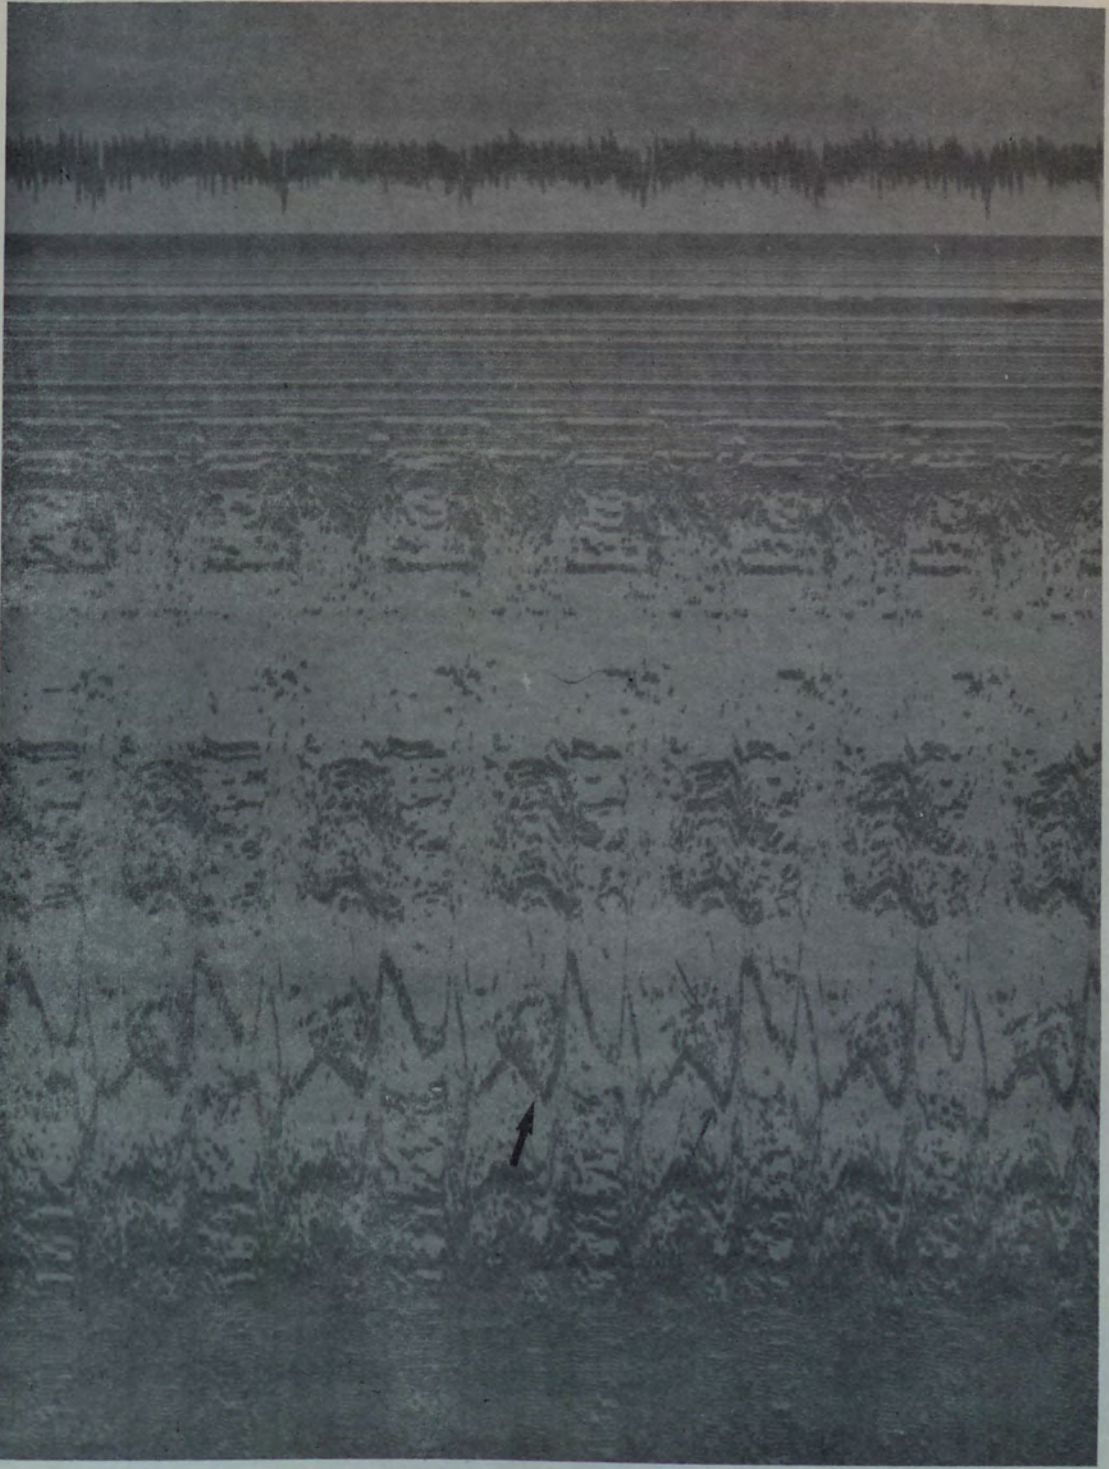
Caso nº 31 (IMB). O ecocardiograma comprovou a presença de prolapso meso-telessistólico da valva mitral, às custas do folheto posterior (seta).
